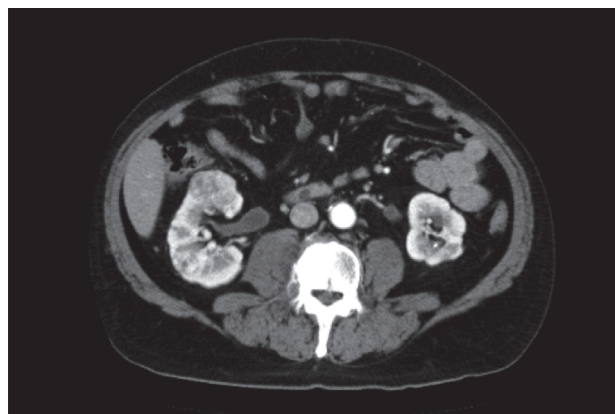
Computed tomography shows a 4-cm ventral and 2-cm dorsal renal carcinoma in the middle pole of the right kidney.
